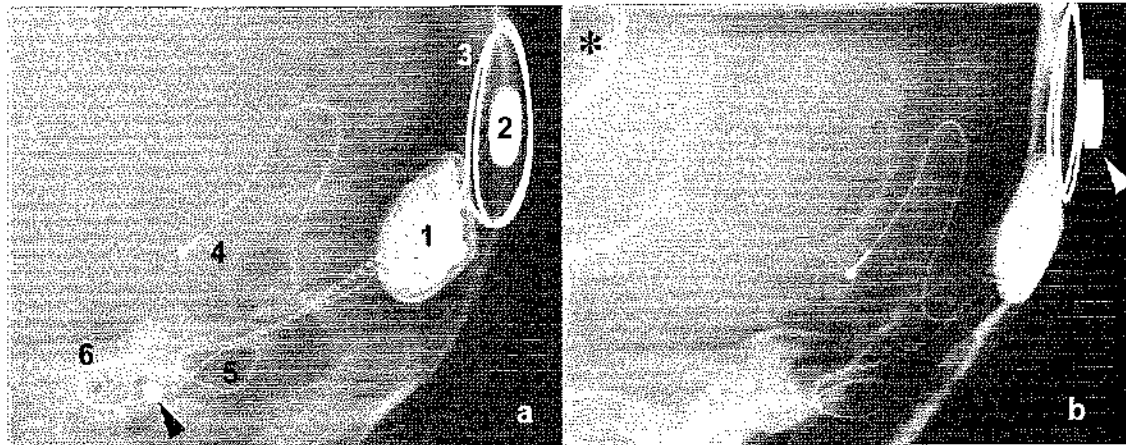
Modified Stenvers view radiography before (a) and after (b) magnet displacement. The implant is a Nucleus® CI24RE (1) with a contour advance electrode. Before displacement, the magnet (2) is located in the geometrical centre of the antenna coil (3). In panel b the magnet is clearly shifted outwards in relation to the antenna coil
